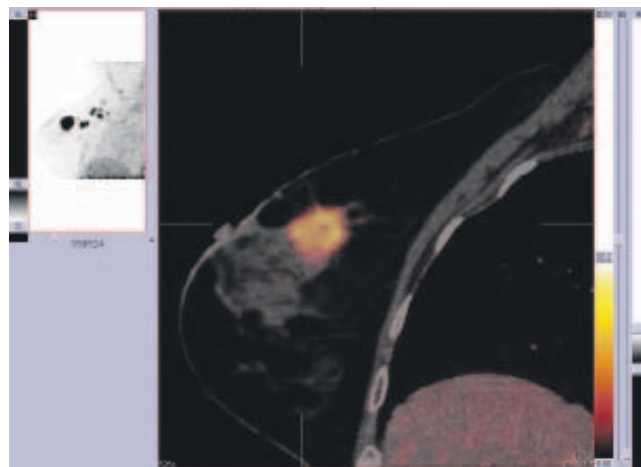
^{18}F -FDG-PET/CT eines Mammakarzinoms, rechts, sagittaler Schnitt
